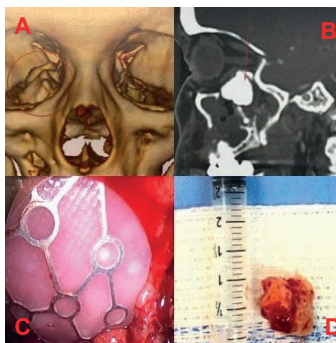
(A e B): Imagem 3D e corte sagital de TC de órbitas mostrando osteoma de seio maxilar invadindo órbita direita. Imagem. C: Reconstrução do assoalho da órbita direita utilizando placa de titânio com porax. D: Lesão retirada por completo apresentando aproximadamente 2 cm.
